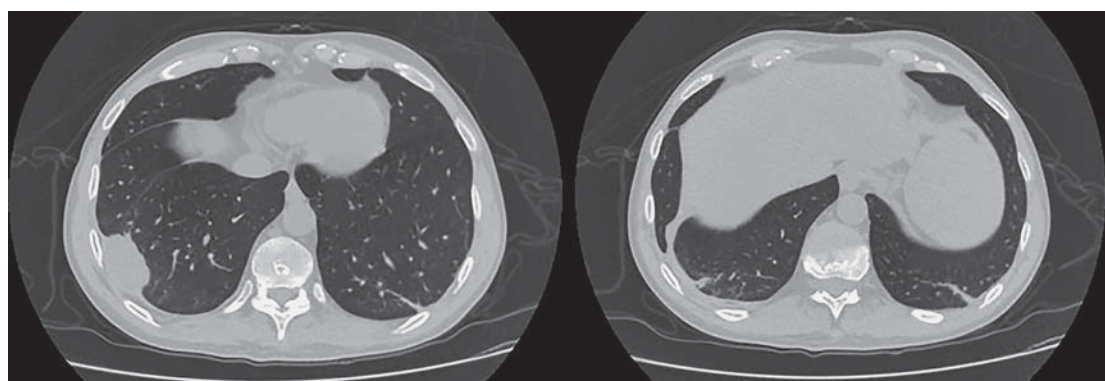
МСКТ органов грудной клетки от 09.2021. Осумкованный плеврит справа, фиброзные изменения в нижних отделах с обеих сторон.
